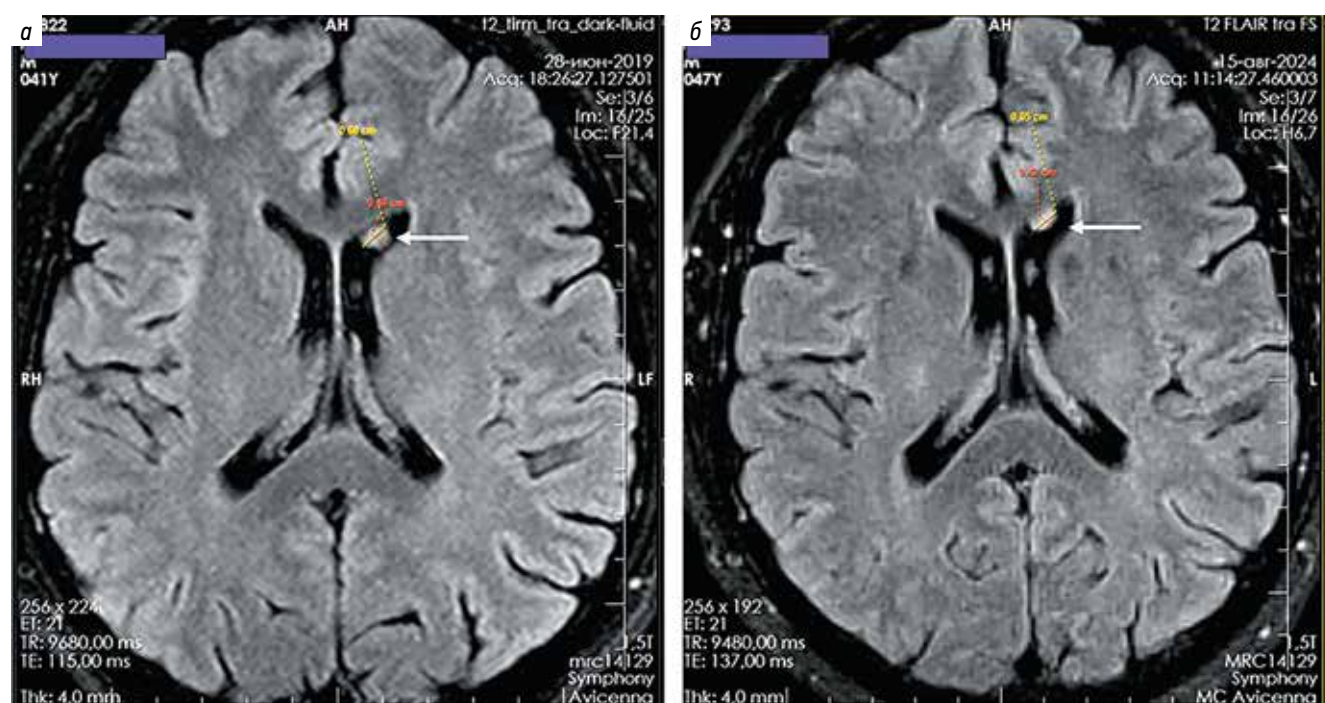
Магнитно-резонансная томография головного мозга пациента в режиме FLAIR, аксиальные срезы: а – 2019 г.; б – 2024 г. Роста опухоли не отмечено
